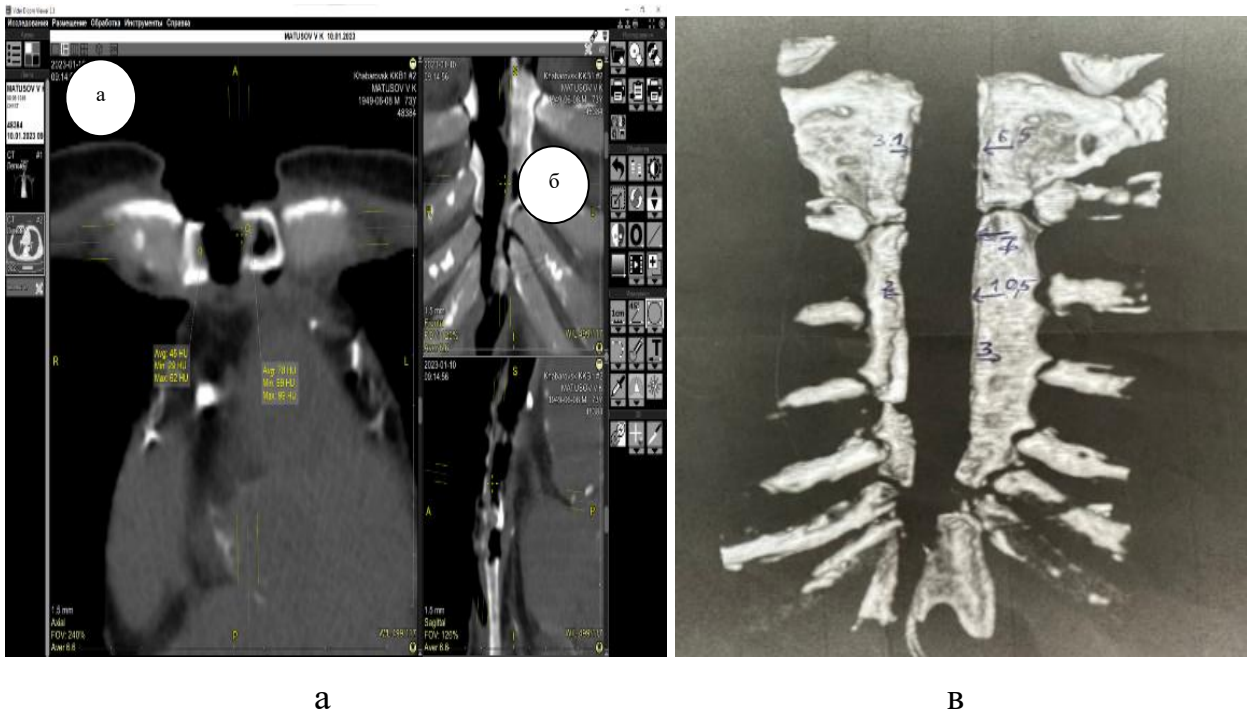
Мультипланарная реконструкция КТ-исследования грудины больного М, 74 г.: а – аксиальная плоскость; б – коронарная плоскость; в – объёмная реконструкция грудины и грудинных концов рёбер с отметками границы поражения по данным СКТ ОГК
